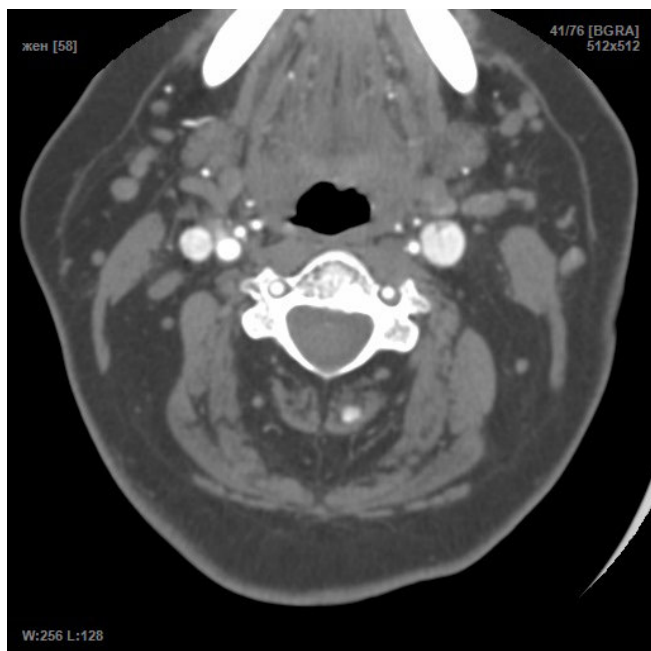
Аксиальное КТ-изображение. Гетерогенная атеросклеротическая бляшка в области каротидной бифуркации справа. Гипоплазия общей сонной артерии слева
